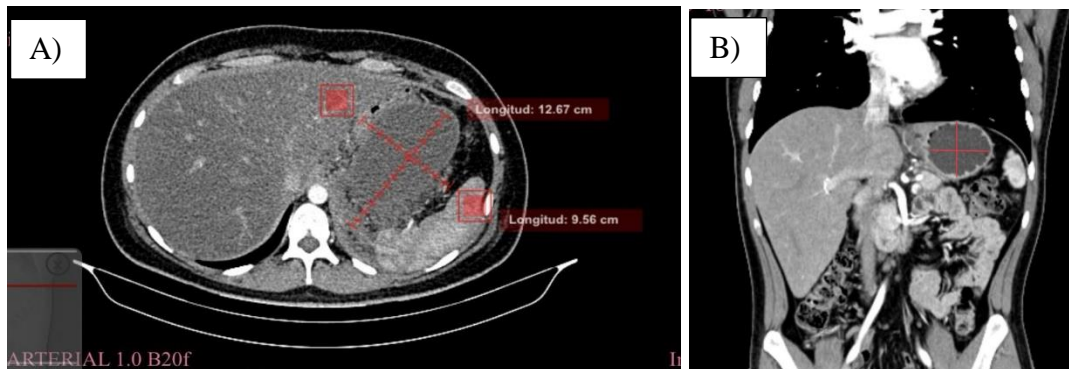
resonancia magnética. Visualización de colección pancreática
